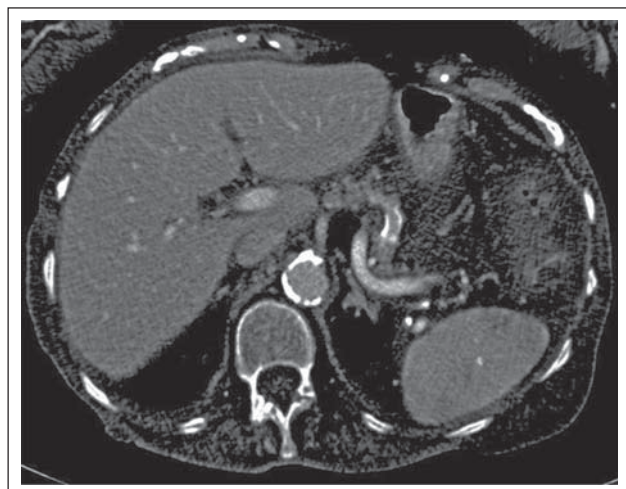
Abdomen-CT einer Dialysepatientin. Die Aorta ist stark verkalkt, wie für Dialysepatienten typisch. Aortale Verkalkungen werden mittels DXA nicht gesondert detektiert und der Knochendichte der Wirbelkörper zugeschlagen. Dialysepatienten haben daher sehr oft falsch-hohe DXA-Werte der LWS. Quelle: Radiologie, AKH Wien.
